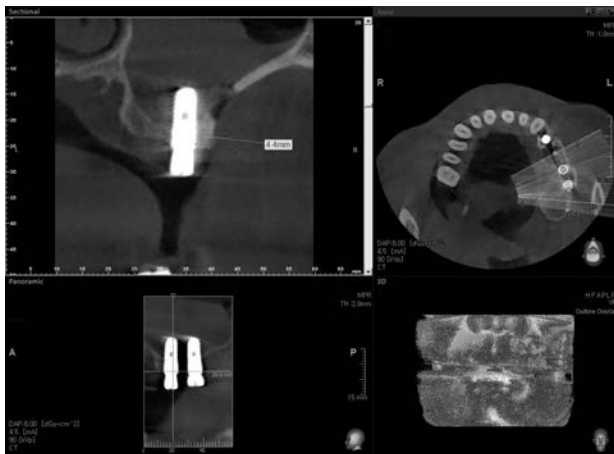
Conebeam computed tomography (CBCT) view immediately after operation. Lt. Mx. 1st molar implant was placed propely. Lateral window was also seen. Graft material was not observed.
